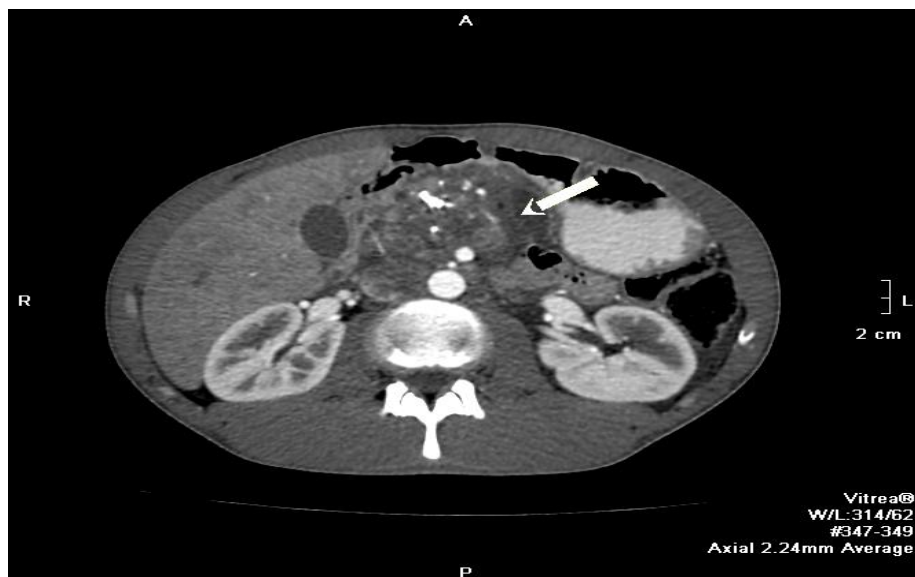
Незріла ПК у того ж пацієнта за даними СКТ
